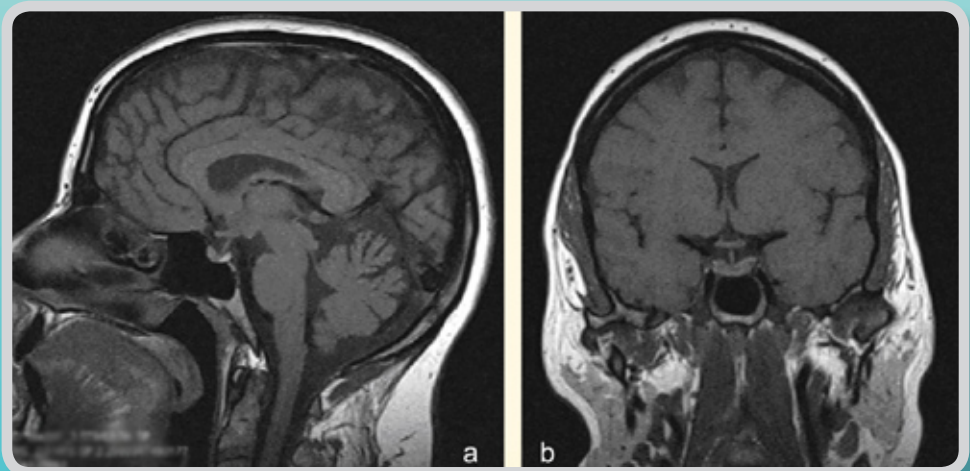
Darstellung des Schädelinneren mit Hilfe der Magnetresonanztomographie. Durch starke Magnetfelder werden bestimmte Strukturen im Körper angeregt und sichtbar gemacht. (a) Darstellung von der Seite (Längsschnitt), hier wird die Lage der Hypophyse, des Hypophysenstiels und des Hypothalamus besonders deutlich. (b) Lage der Hypophyse im Querschnitt mit den angrenzenden Blutgefäßen.
